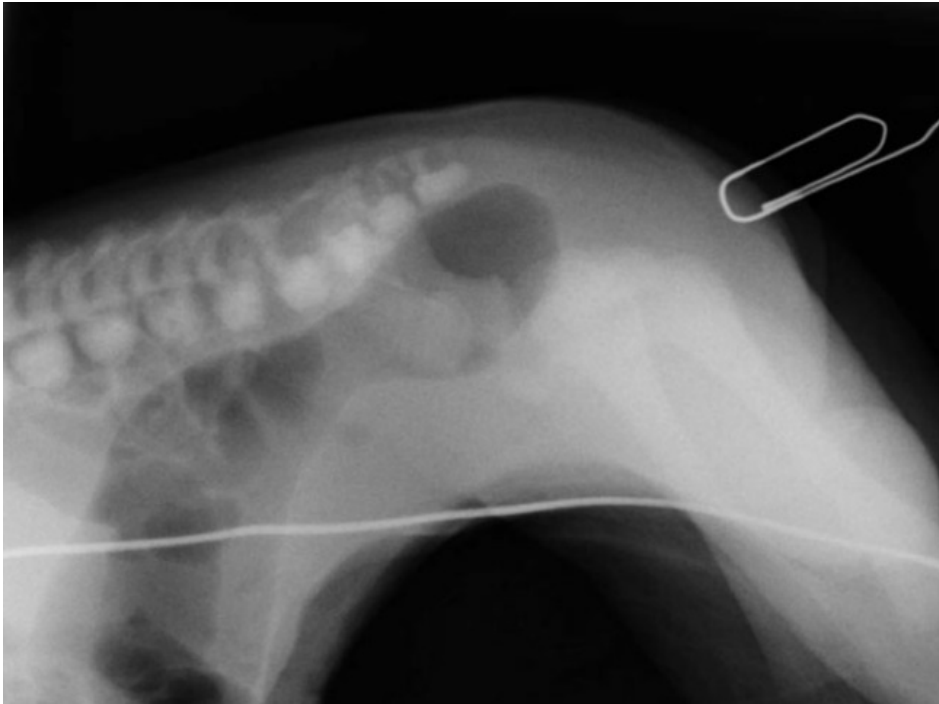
Laterale Röntgenaufnahme mit angehobenem Becken und Bauchlage
